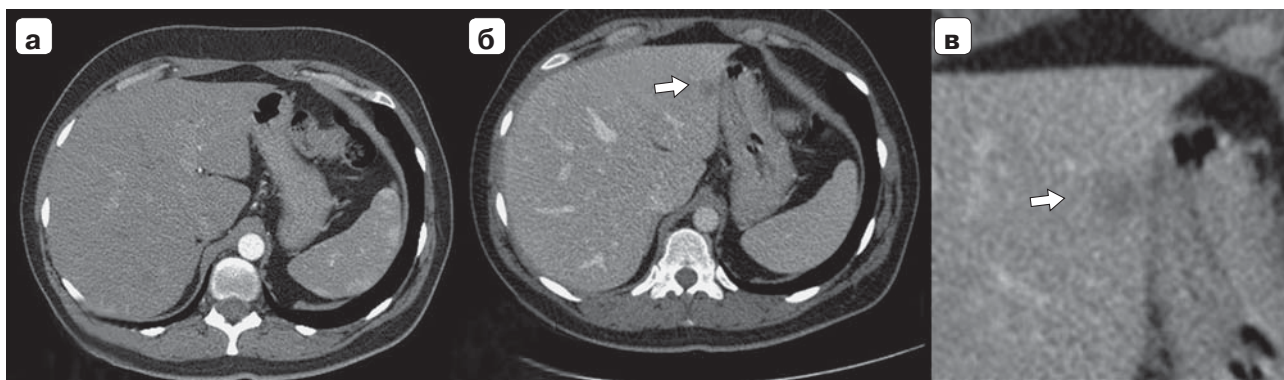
Компьютерные томограммы. Новообразование печени: а – АФ, опухоль в печени не видна; б, в – гиповаскулярное образование в S_{III} (указано стрелкой).
